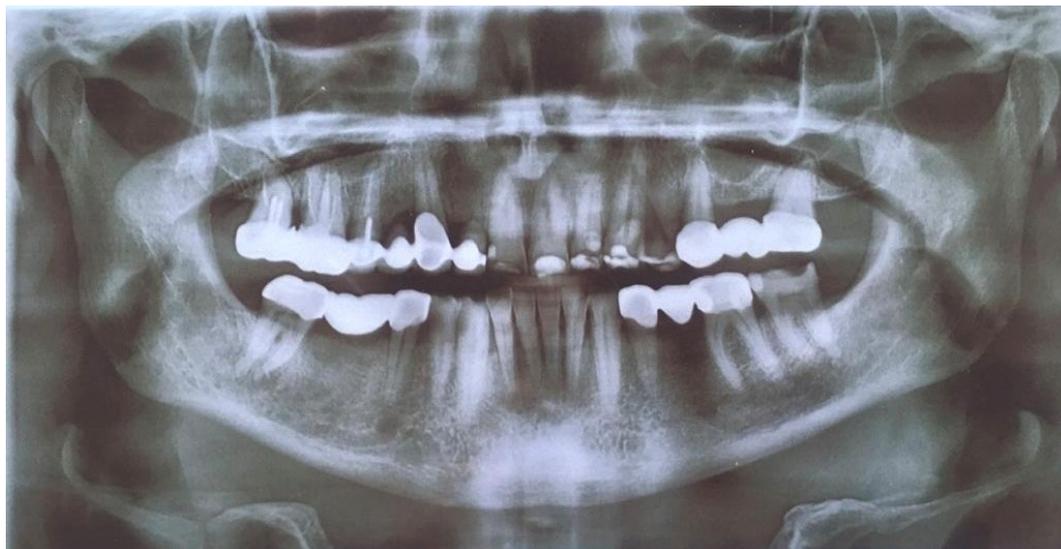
Панорамный реформат КТ челюстей пациента В., 53 года до лечения
